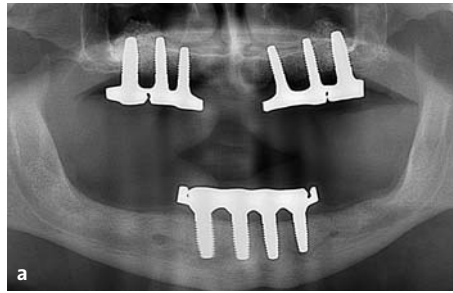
Zustand zwei Jahre nach Implantatinserterion. a) Die Röntgenkontrolle verdeutlicht die stabilen Knochenverhältnisse; b) Intraorale Verhältnisse zwei Jahre nach Implantatinserterion.
